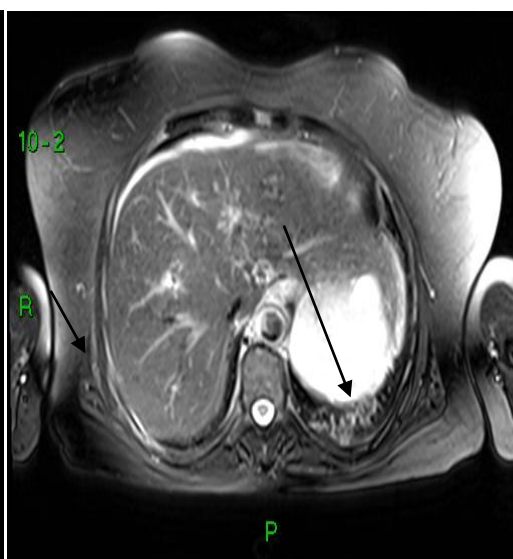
RM PULMONAR DE PACIENTE I DO ESTUDO
